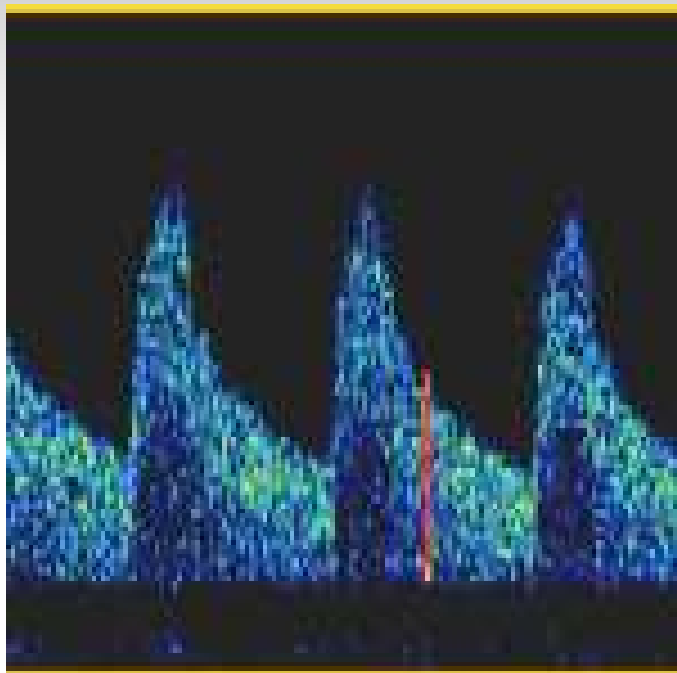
(a) Transcranial Doppler US image obtained immediately after aneurysm rupture shows normal PSV of 67 cm/sec in the right ACA. (b) Follow-up transcranial duplex Doppler US image obtained approximately 10 days later depicts increased PSV of 138 cm/sec, a finding suggestive of mild vasospasm, in the right ACA. The MFV is normal (68 cm/sec) but also has increased since baseline (32 cm/sec). (c, d) Three-dimensional images from baseline (c) and follow-up (d) CT angiography demonstrate interval development of right ACA vasospasm (arrow).
